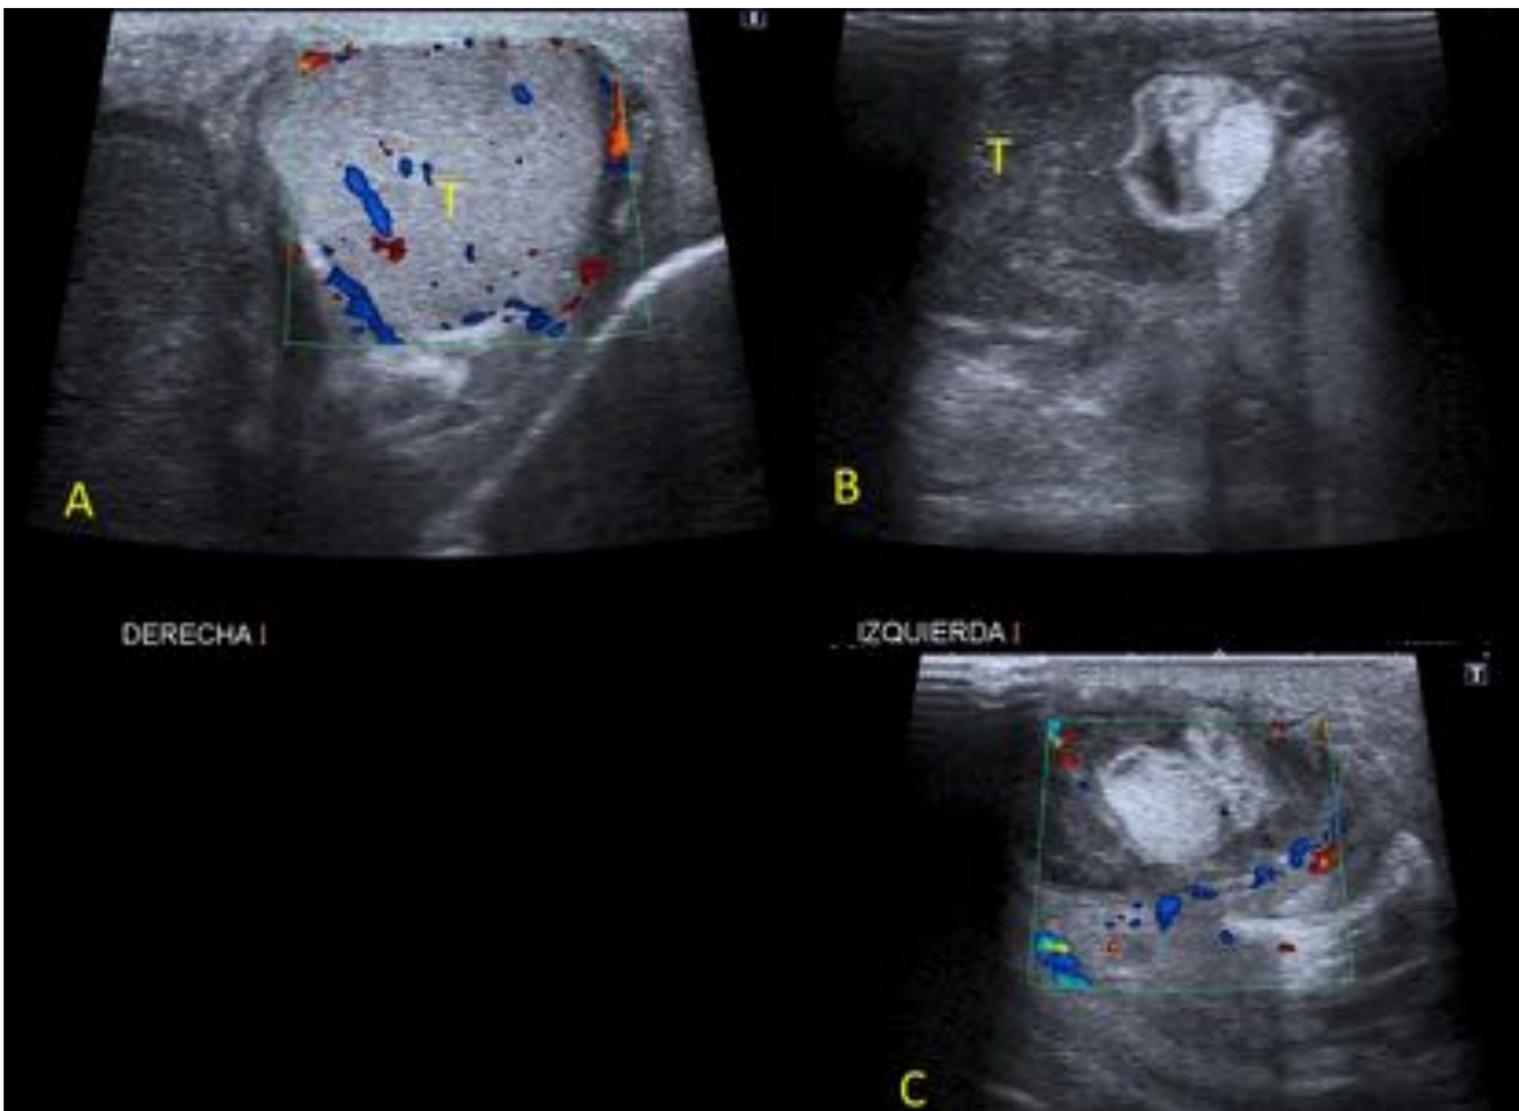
A: Testículo derecho (T), muestra ecogenicidad y vascularización normales. B: testículo izquierdo (T), agrandamiento y ecogenicidad heterogénea con alteración de la señal Doppler color que sugiere necrosis / infarto testicular.
